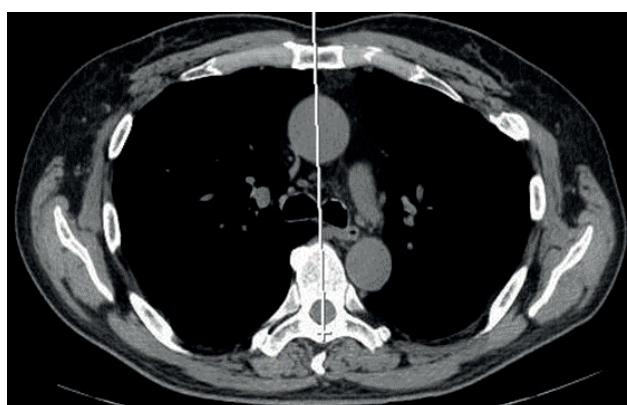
3Б. Компьютерная томограмма пациента Б. через 12 месяцев после операции верхней лобэктомии справа. Аксиальный срез. Уровень бифуркации трахеи. / Fig.3В. Axial CT scan of patient B. 12 months after of the upper lobectomy on the right. Tracheal bifurcation level.
